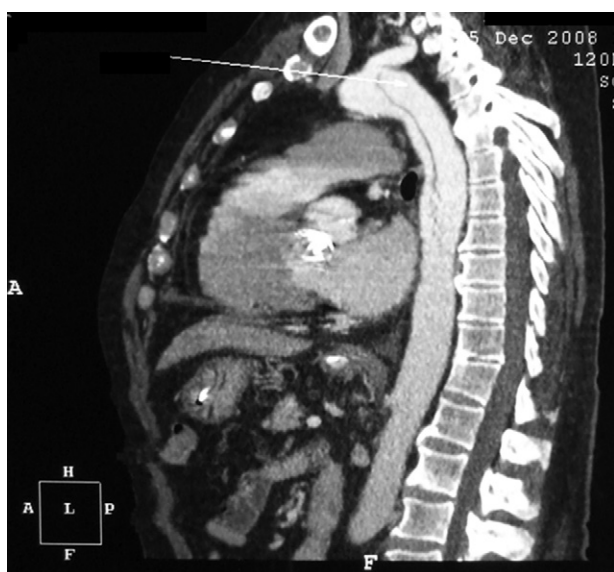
Tomografía computarizada (vista lateral). La flecha señala el falso lumen de la aorta.
